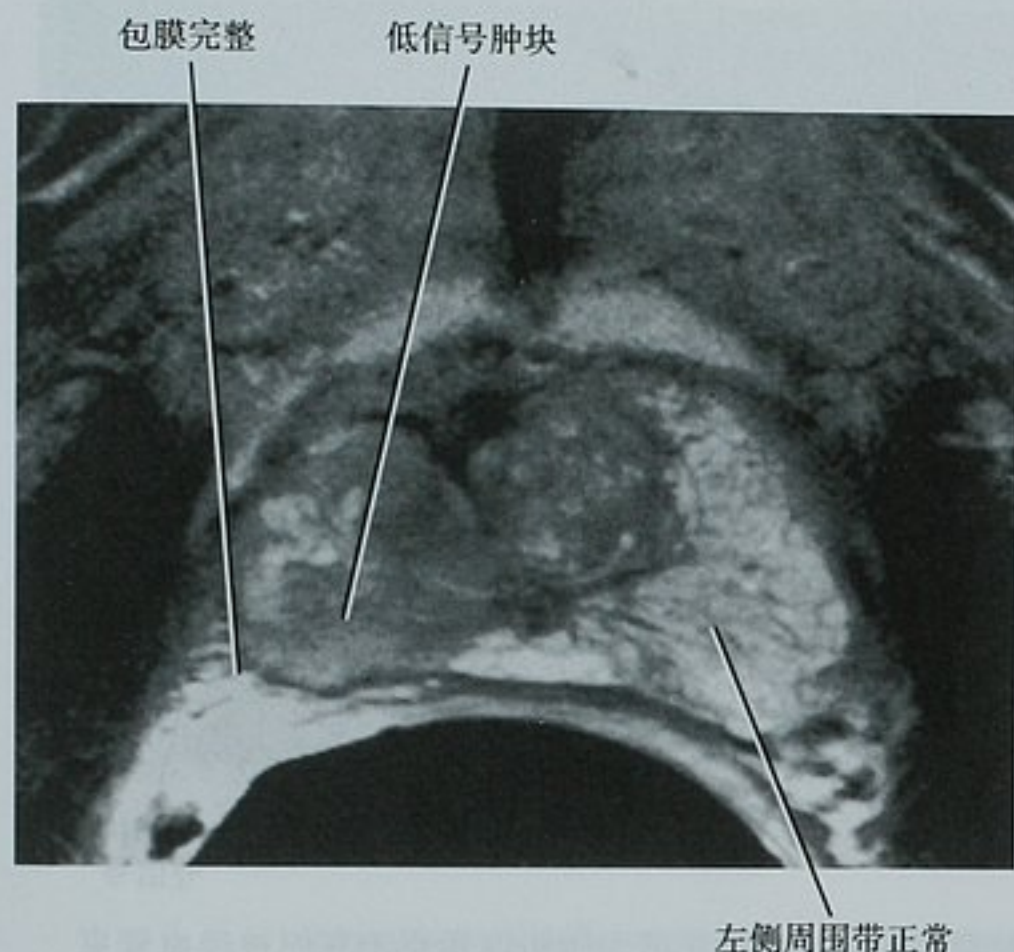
前列腺癌的典型 MRI 表现。轴位 T2WI 显示一个低信号肿块占据了大部分右侧周围带(PZ)。手术证实为一个局限在前列腺内的肿瘤
